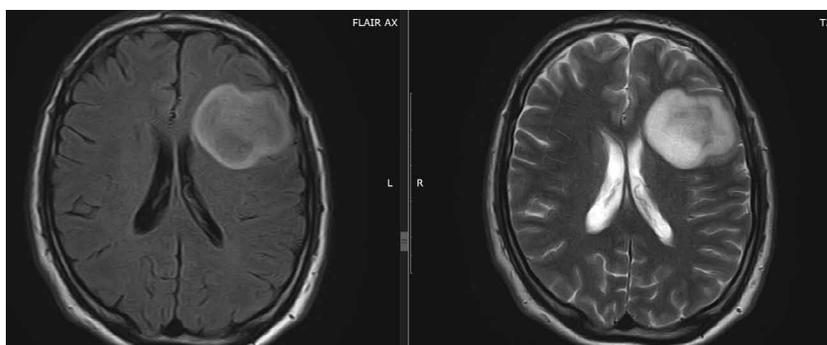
Пример знака «несоответствия» T2/FLAIR. Пациент с IDH-mutant астроцитомой в левой лобной доле. Справа показано изображение, взвешенное по T2, а слева — изображение FLAIR.
